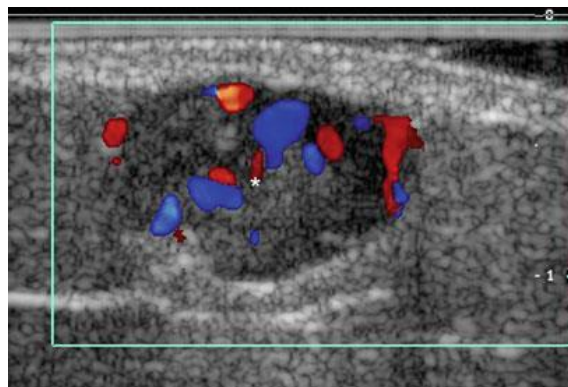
Aspect échographique d'un mélanome cutané(122).
